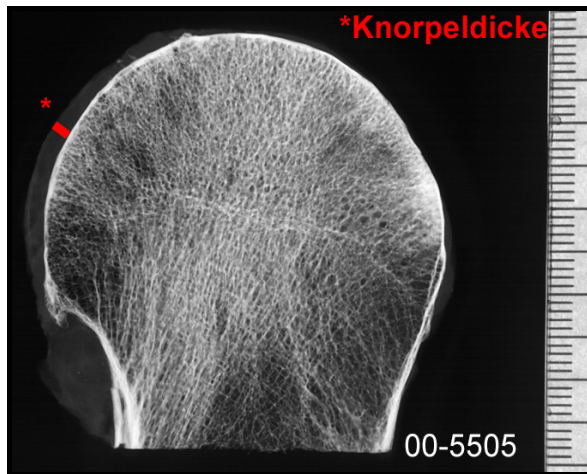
Grad II – Kontaktradiographie (00-5505)
